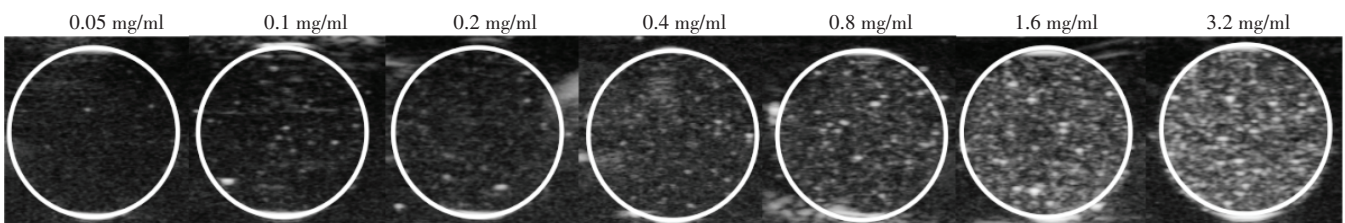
不同浓度 THMON 溶液体外超声显影图
